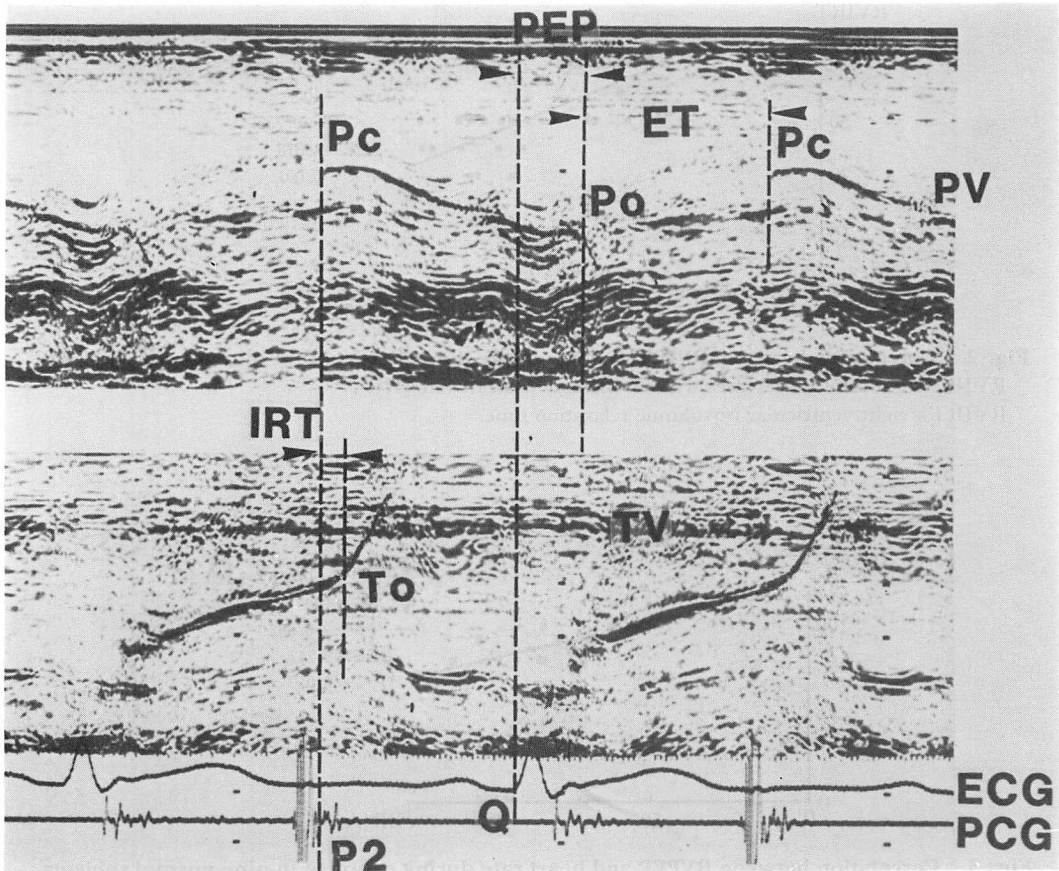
Method of measurements using a dual phonoechocardiogram (normal adult).
